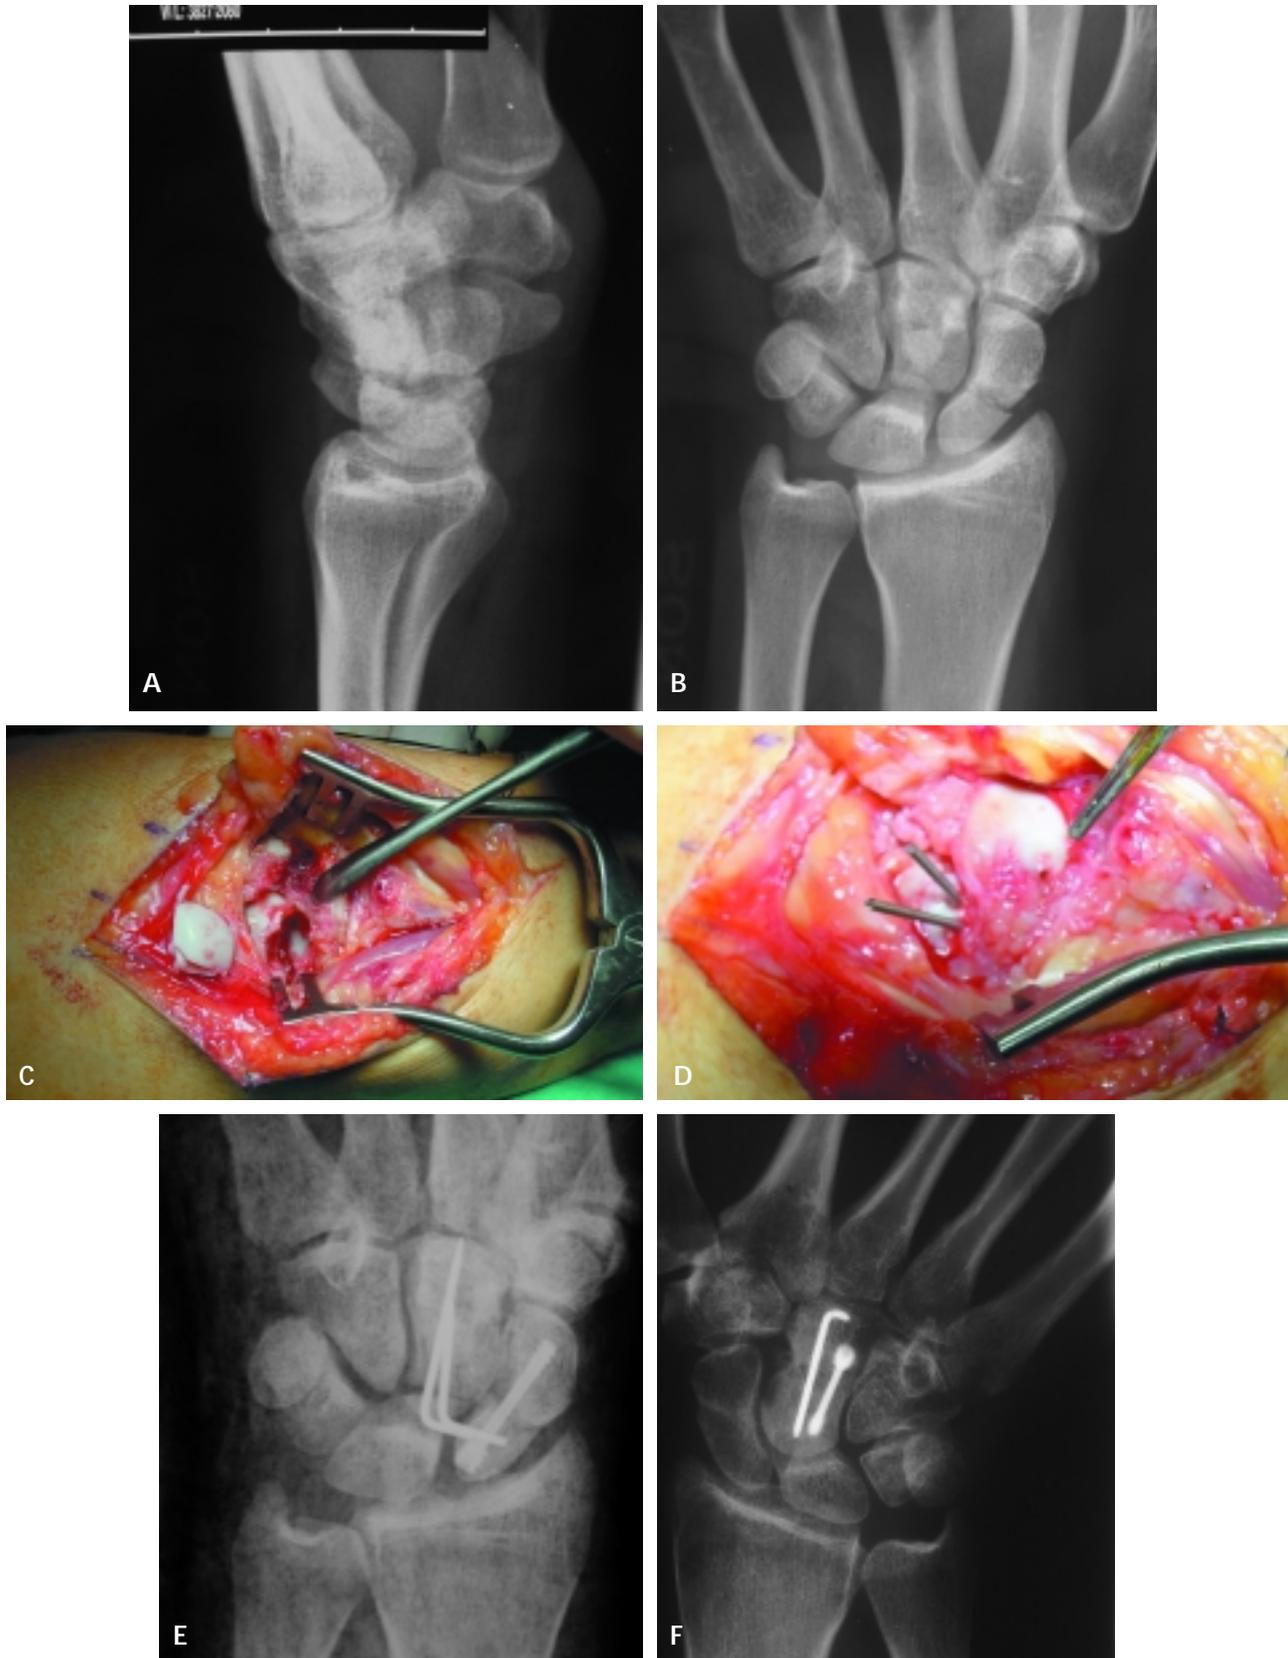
A e B*, Frattura di Fenton con ribaltamento del frammento prossimale del capitato di 180°. *C*, L'artrotomia sec. Berger. evidenzia la frattura dello scafoide e il frammento libero osteocartilagineo prossimale del capitato. *D*, La sintesi dello scafoide è stata eseguita con vite autocompressiva Twin-fix mentre la sintesi del capitato, in mancanza di una mini-vite di Herbert, con 2 fili di Kirschner. *E*, Il controllo radiografico a 2 mesi mostra i segni di una mancata consolidazione a livello del polo prossimale del capitato. *F*, Esempio di sintesi retrograda del capitato con mini-vite di Herbert e 1 filo di Kierschner (courtesy of T. Herbert).
